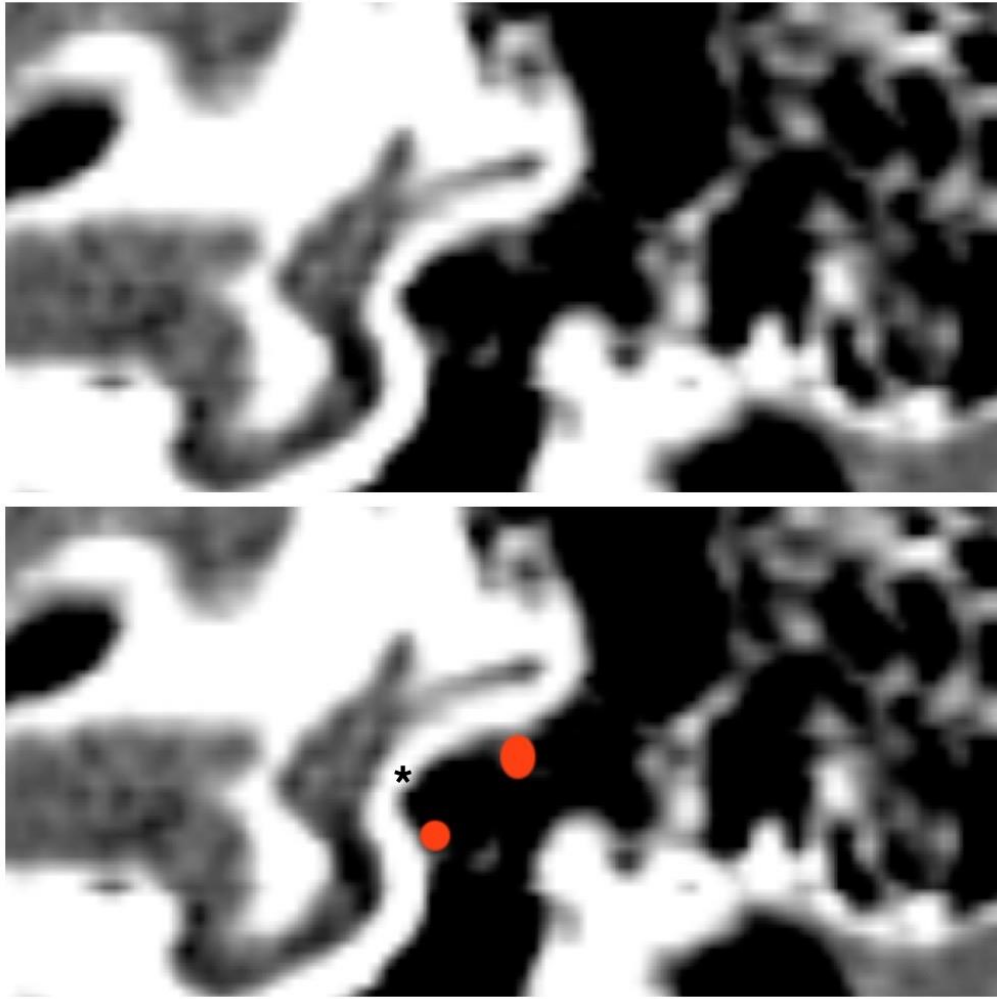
КТ- картина, коронарная проекция. Раздвоение лицевого нерва (один ствол проходит над нишей аплазированной овальной окна, другой под ним). Красным цветом отмечены стволы лицевого нерва. * – аплазированное окно преддверия.
